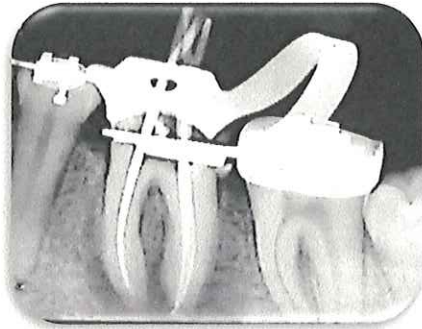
Radiografía de conometría.
